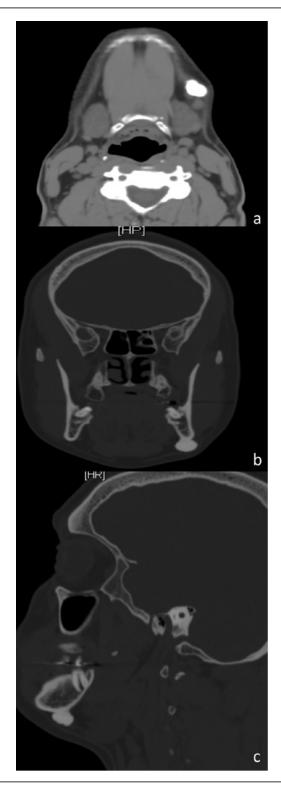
Reconstrucciones multiplanares de Tomografía Computarizada Multicorte, donde se observa en (a) Vista axial, (b) Vista coronal y (c) Vista sagital, imagen hiperdensa, densidad ósea, localizada en zona posterior del cuerpo de la mandíbula del lado izquierdo, de bordes definidos, redondeada, en dependencia de la cortical basal, sugestiva de Osteoma.
